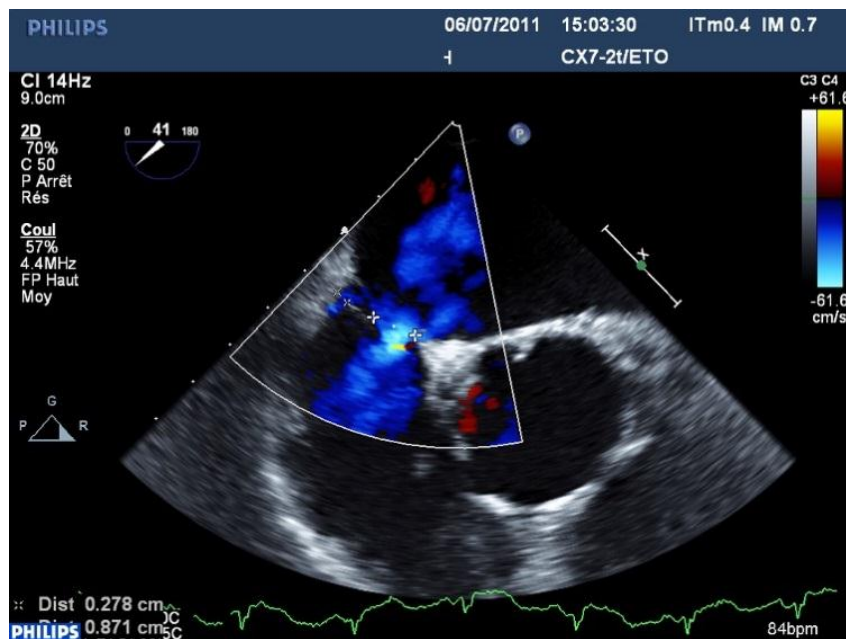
Doppler couleur
